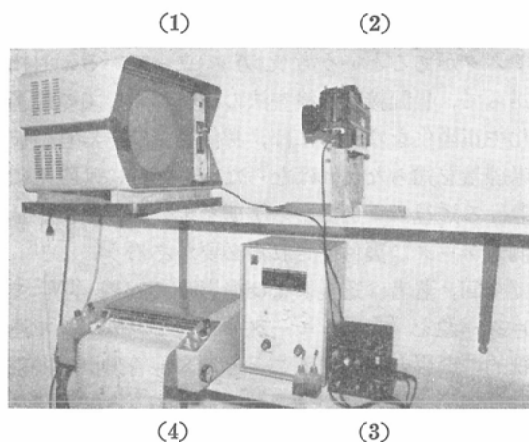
View of the systems for recording the irradiated regions of patient and measuring X-ray radiations. TV-monitor (1), 35mm motor driven camera (2), dosimeter (3), recorder (4).
